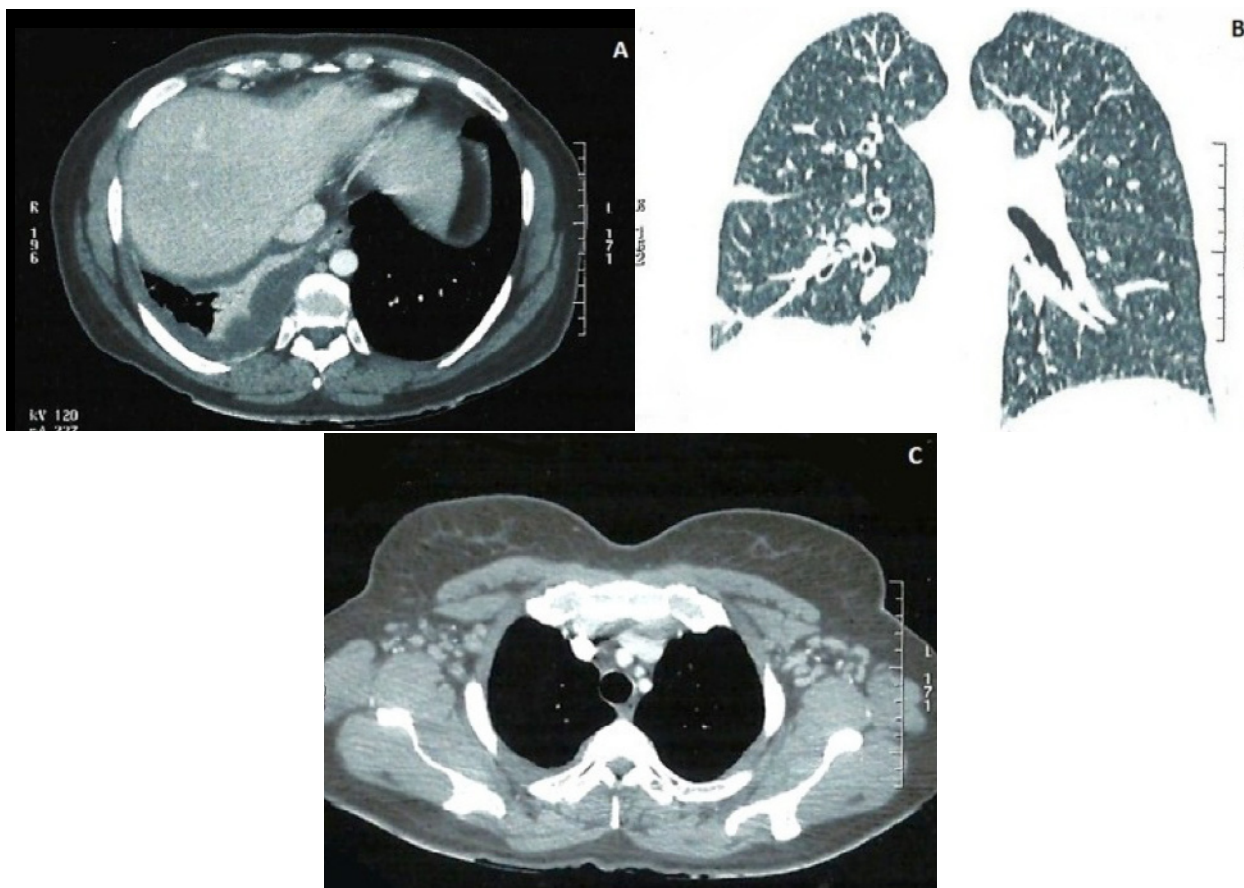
A e B: Tomografia computadorizada de tórax com contraste evidenciando consolidação parenquimatosa homogênea em lobo inferior direito e derrame pleural ipsilateral, com realce após contraste. C: Linfonomegalia axilar bilateral.
